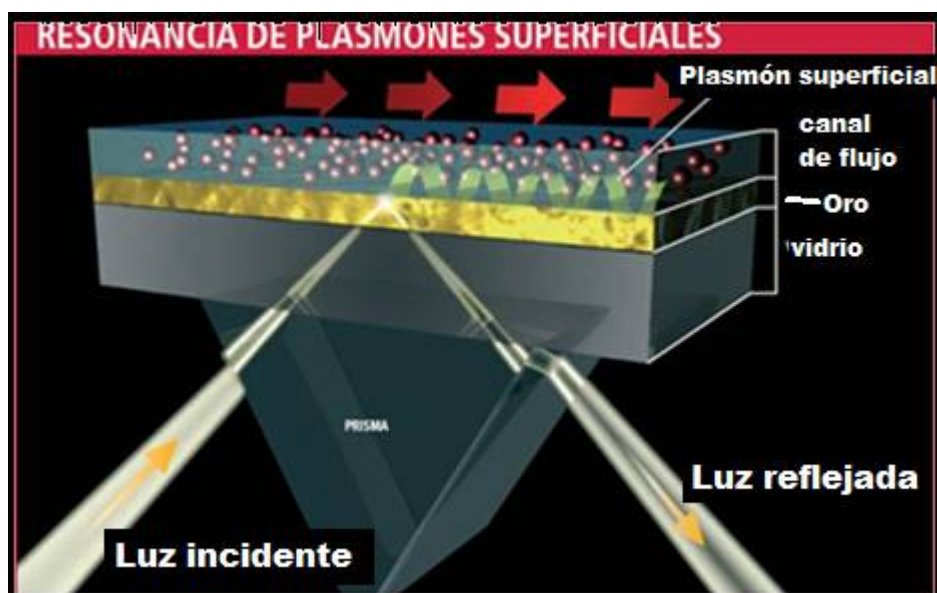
Resonancia de plasmones superficiales ^[116].
